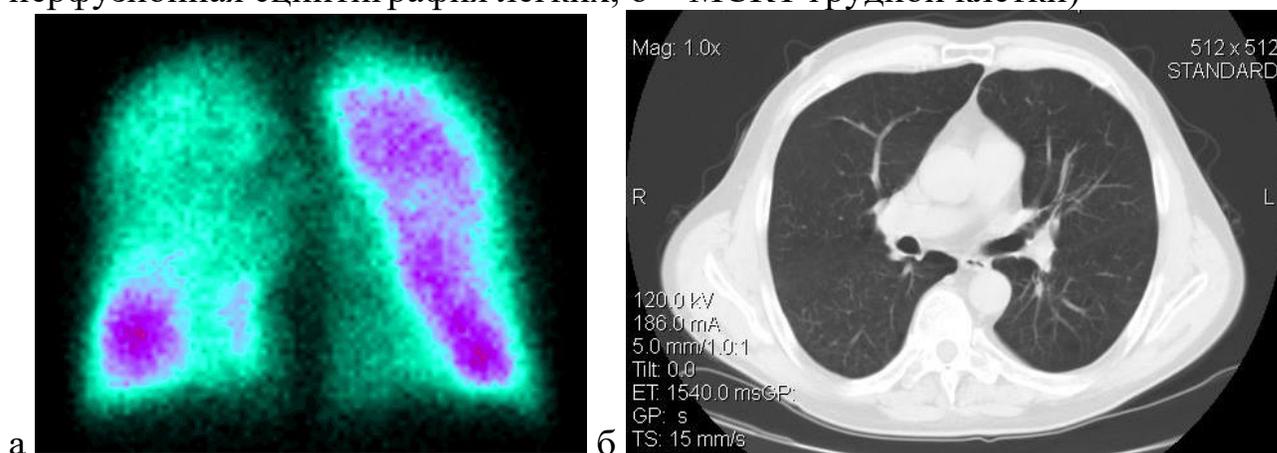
Результаты лучевого обследования при гомогенной эмфиземе без булл (а – перфузионная сцинтиграфия легких, б – МСКТ грудной клетки)
